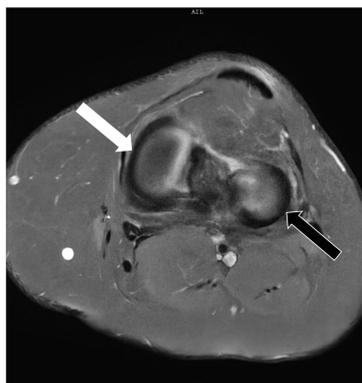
RMN axial DP FS.
